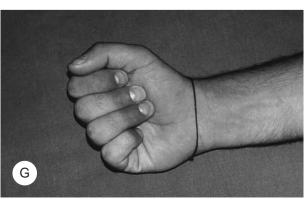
FM, 28 anni, calciatore. Lesione tipo 2 al 4° dito della mano destra: la diagnosi veniva posta a 21 giorni dal trauma. Trattato inizialmente con stecca in alluminio per diagnosi scorretta di distacco della placca volare alla IFP. A) Quadro clinico preoperatorio. B) Alle radiografie visibile il frammento osseo distaccato dalla falange ungueale risalito fino alla IFP. C) Quadro intra-operatorio della lesione con il moncone tendineo risalito fino alla puleggia A2. D) Il tendine viene fatto passare al di sotto della puleggia. Si nota il minuscolo frammento osseo contenuto nell'apice del moncone tendineo. E) Il tendine reinserito con tecnica del pull-out previa preparazione di trincea sulla base della falange distale. F, G) L'ottimo risultato a distanza.
